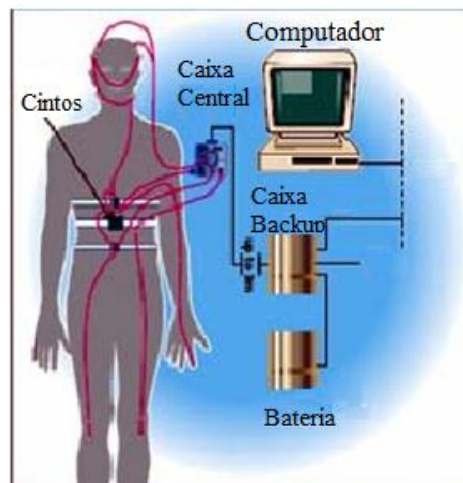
Polissonografia completa ^[3].
